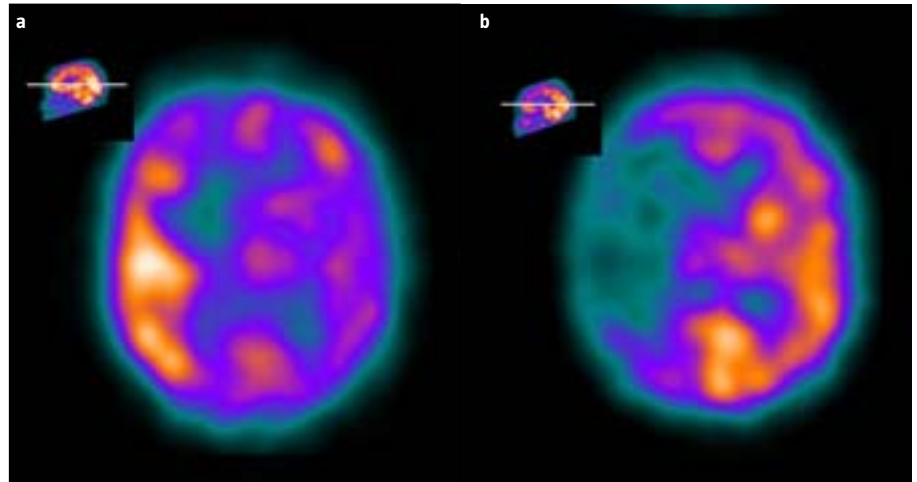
SPECT cerebral de perfusión con ^{99m}Tc-ECD (Neurolite®): a) Corte axial (día 14 de evolución) en el que se aprecia un aumento de actividad (perfusión de lujo) en el hemisferio cerebral derecho, que se corresponde con la localización de la región isquémica en el territorio de la ACM derecha visualizada en la RM, y disminución moderada de la captación en hemisferio contralateral (atribuible a diasquisis); b) Corte axial (día 59 de evolución) en el que se objetiva únicamente ausencia de captación en el hemisferio cerebral derecho compatible con necrosis, y el hemisferio izquierdo presenta una captación normal.
